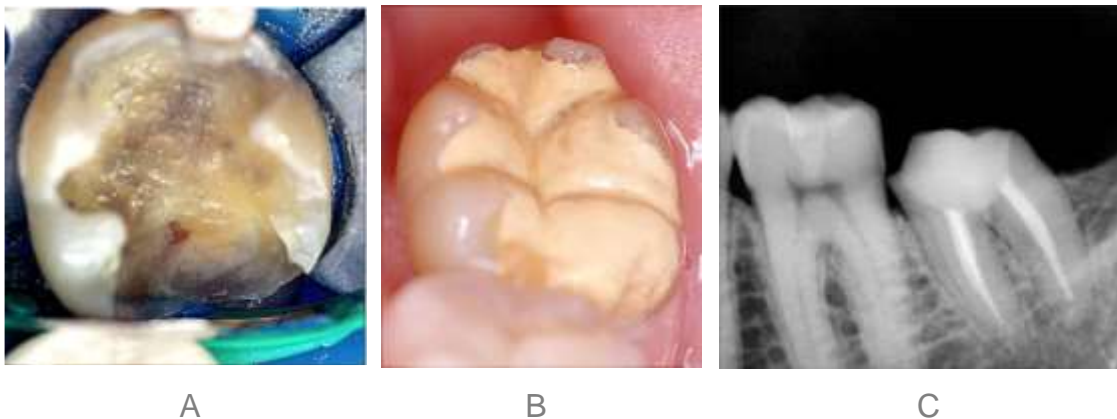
(A) Comunicación pulpar, (B) Restauración después de dos semanas, (C) Radiografía con el cemento condensado. Imágenes de Cedillo J et al, revista RODY B, Vol. 2, No.2, Mayo 2013.
